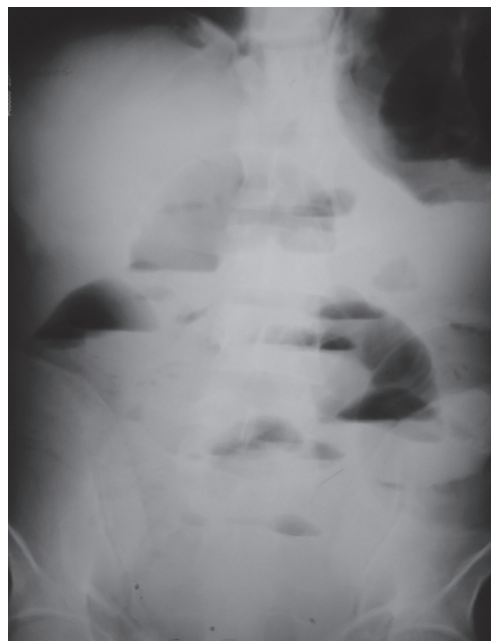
Обзорная рентгенография брюшной полости. Пациент К., 24 года, БГ, ректальная форма, мегадолихоколон
